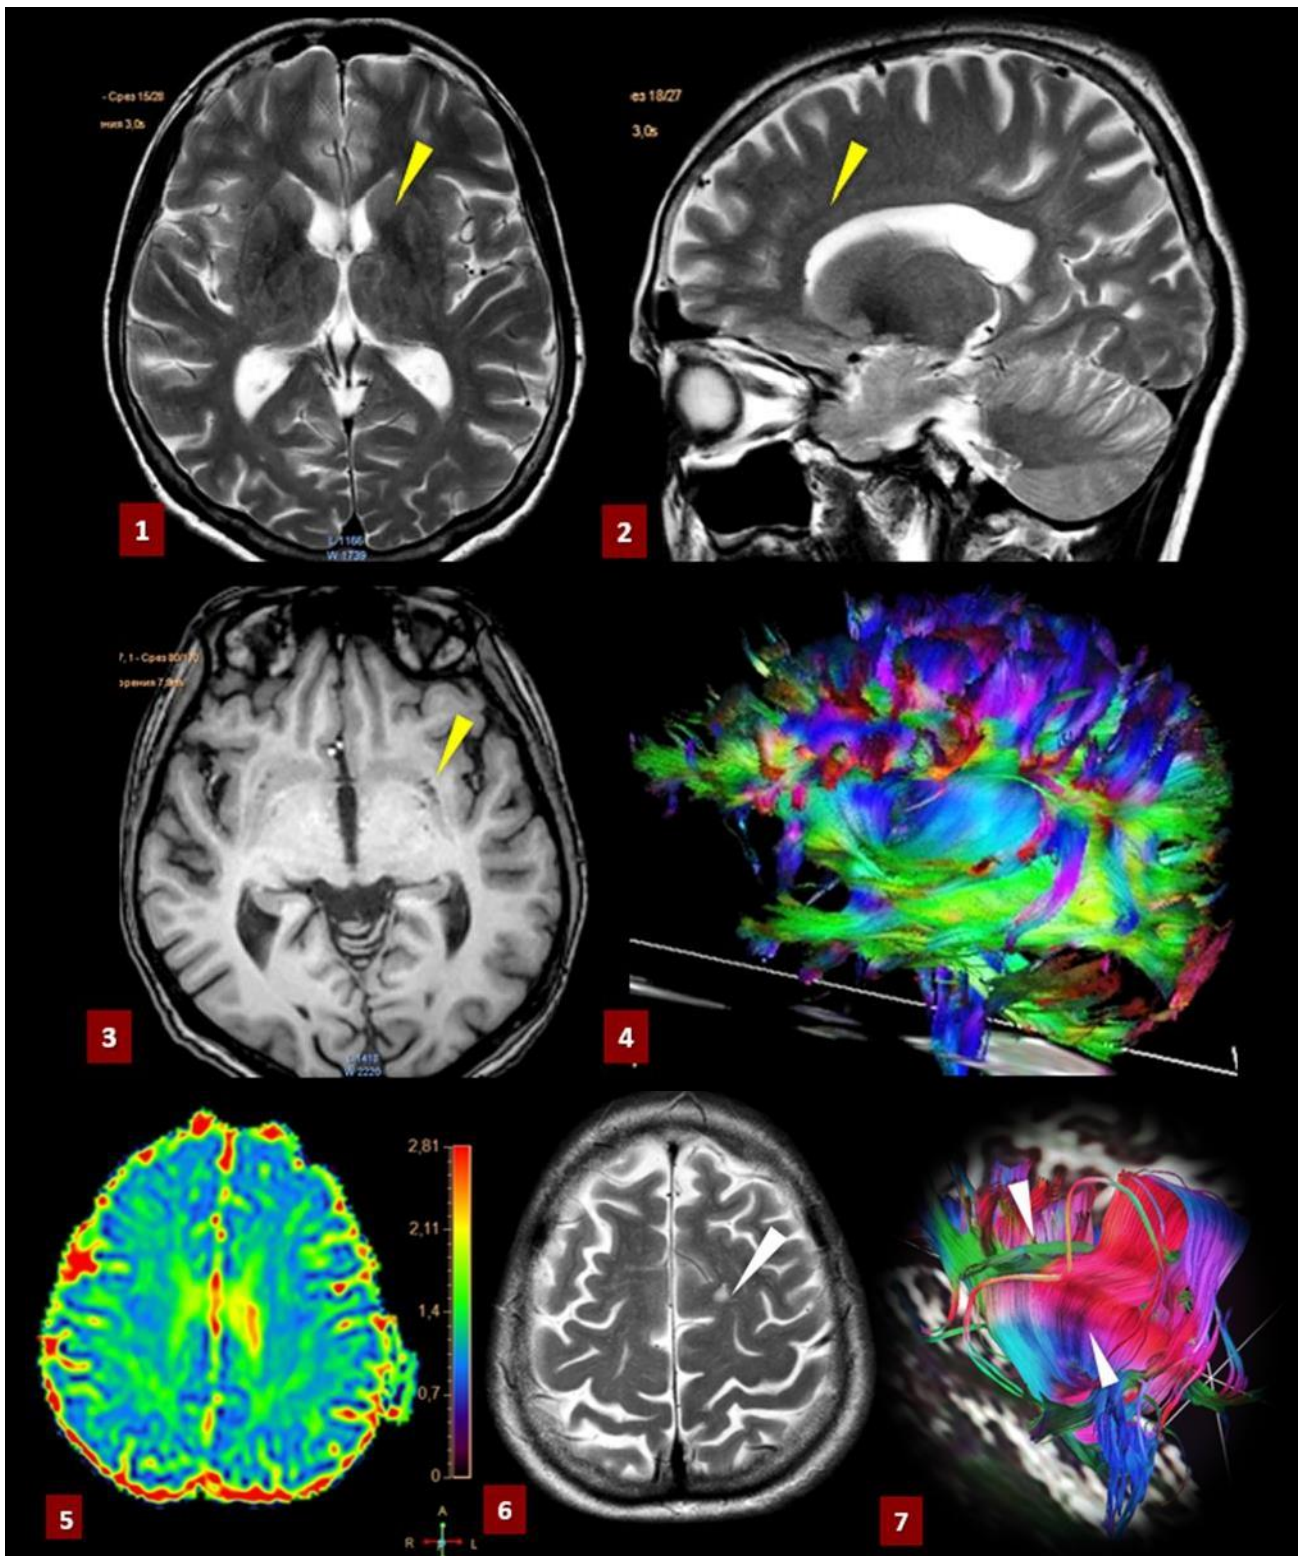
МРТ (АХТ₁, Т₂WІ, DTІ fiber trac) пацієнтки Я. ГІПВГБРГМ (1,2); РПВП (3); ГІГБРГМ 5,2 мм (5,6) зі збереженими волокнами провідних трактів (4,7). ΣТХМСр = 5 балів. Fazekas scale – 0 gr.
